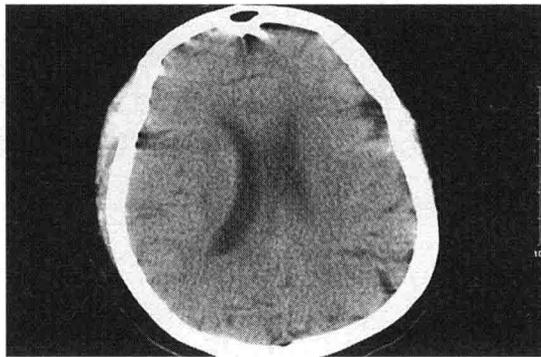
头颅 CT 双侧额顶颞叶脑组织明显肿大
